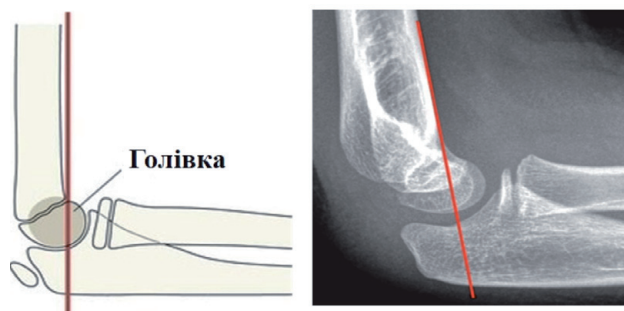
Передня плечова лінія (лінія Роджерса), яка проходить по передній поверхні плечової кістки (бокова рентгенологічна проєкція) через середину голівочки плечової кістки
